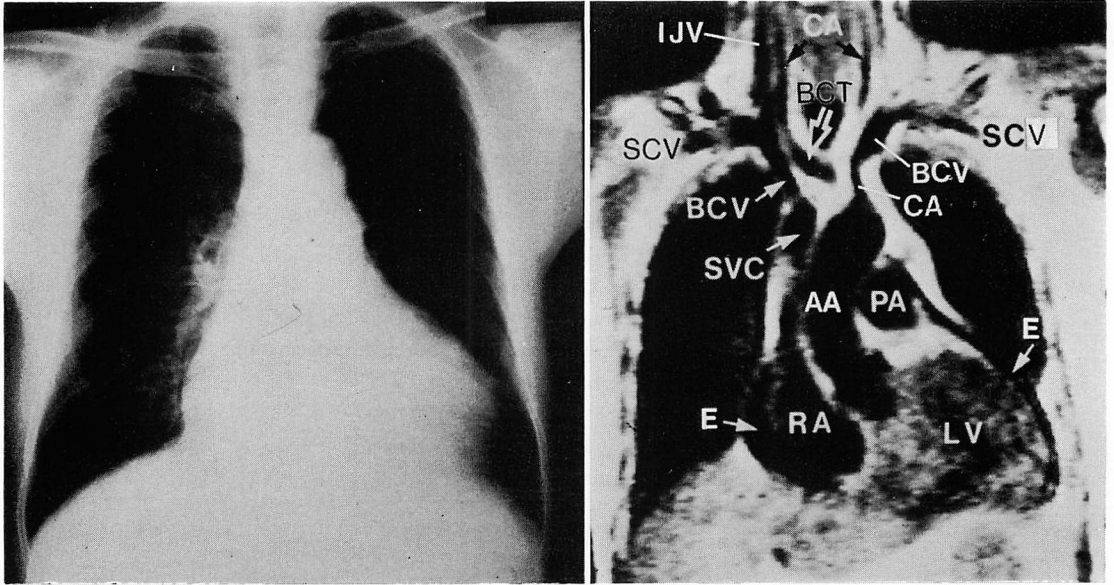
Chest radiograph and nongated coronal SE 300/24 scan at the center of the thorax in hypertrophic obstructive cardiomyopathy.
